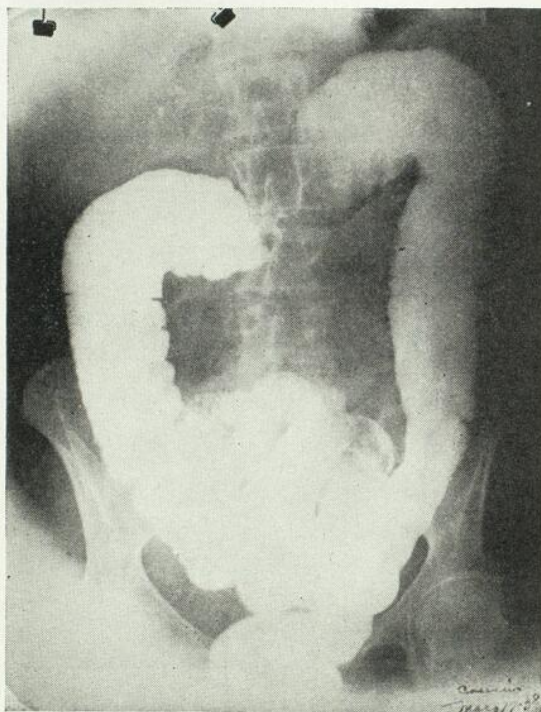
(Mlle R. C.) Côlon transverse dont l'anse dolicholisée a été réséquée. Radio prise six semaines après l'intervention. Au moment de la radiographie, spasme au niveau du transverse.
